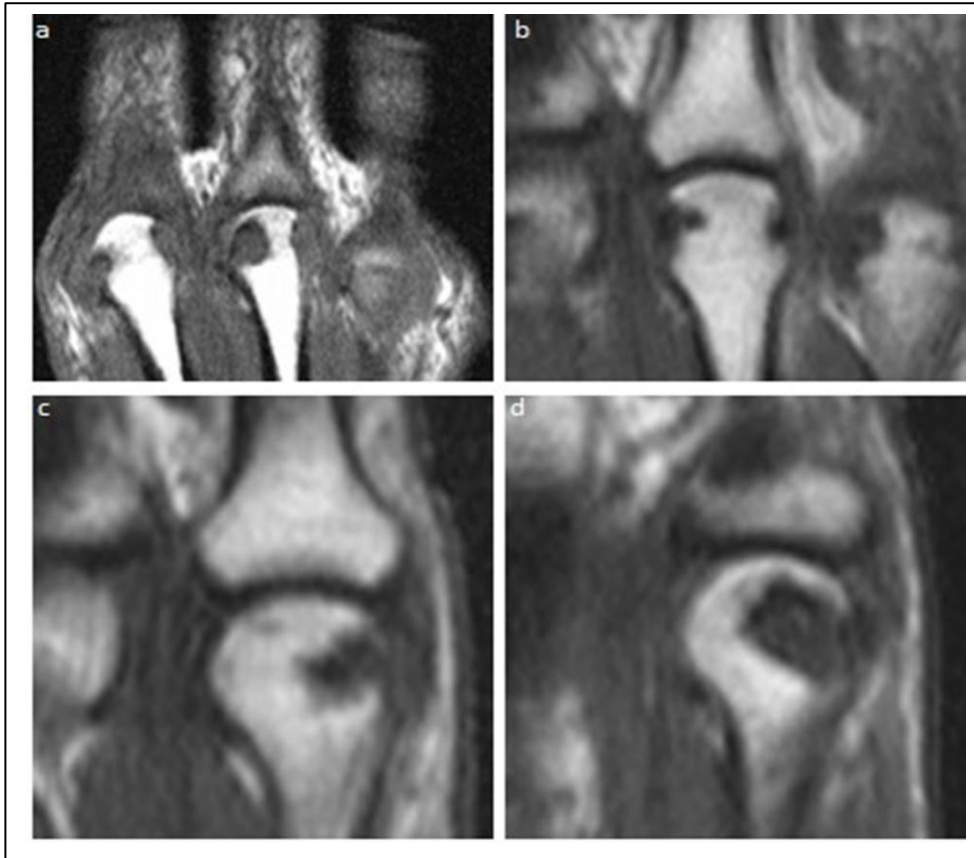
IRM pondérées en T1 en coupe coronale montrant des érosions des têtes des phalanges en hyposignal bien limité para-articulaire avec rupture de la corticale(a) Les images (b-c-d) montrent l'évolution des érosions. (Cyteval C, 2010).
